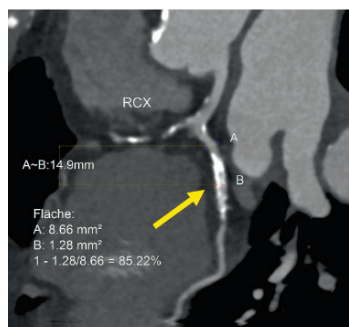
Herz-CT von verengten, verkalkten Herzkranzgefässen (gelber Pfeil)
